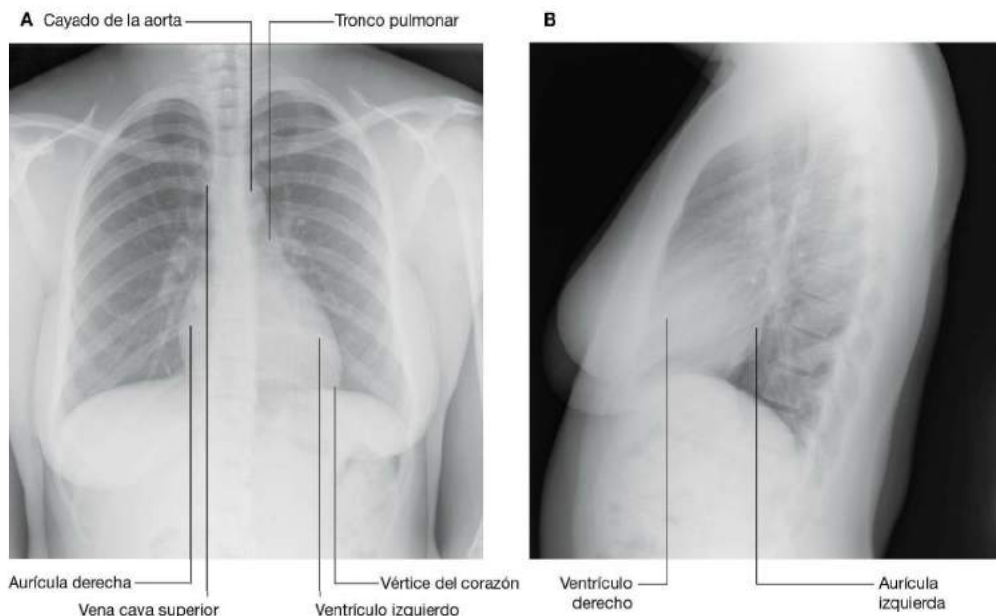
Radiografías de tórax. A. Proyección posteroanterior estándar del tórax. B. Proyección lateral estándar del corazón.
